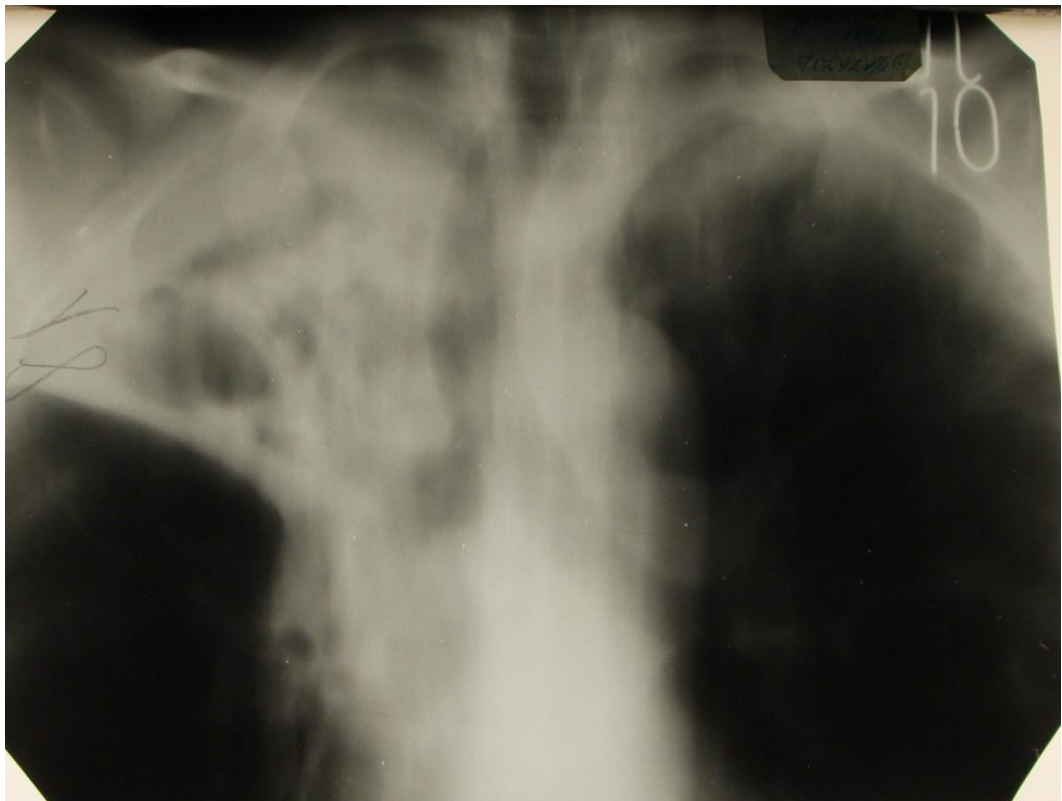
Томограмма легких (прямая, срез 10 см) (тот-же пациент).
